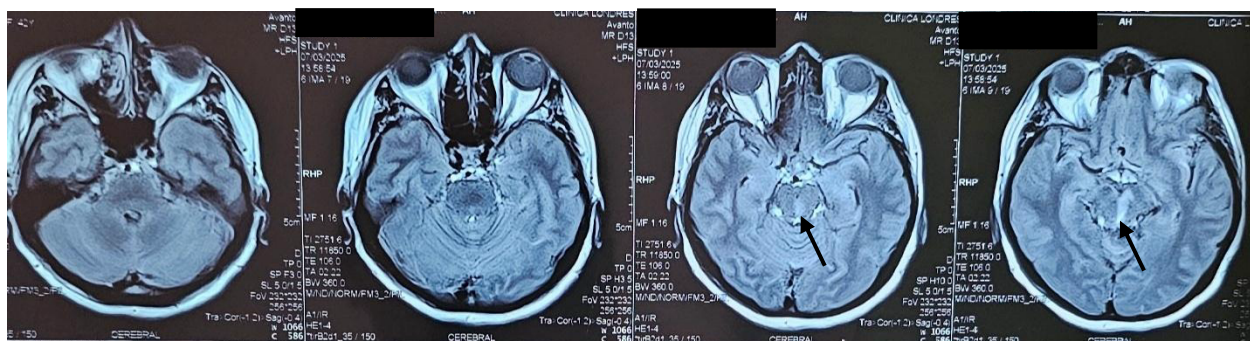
Resonancia magnética cerebral, la flecha evidencia la lesión mesencefálica izquierda de origen vascular. Fuente: Imagen del caso. Consentimiento informado obtenido.
